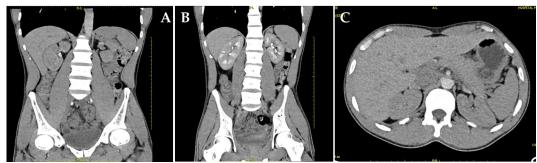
A. Visão coronal, tomografia computadorizada abdominal com contraste. Glândula adrenal direita sem alterações relevantes (ver seta amarela). B. Visão coronal, tomografia computadorizada abdominal com contraste. Glândula adrenal esquerda sem alterações relevantes (ver seta amarela). C. Visão axial, tomografia computadorizada abdominal com contraste. Glândula adrenal direita sem alterações relevantes (ver seta amarela).
